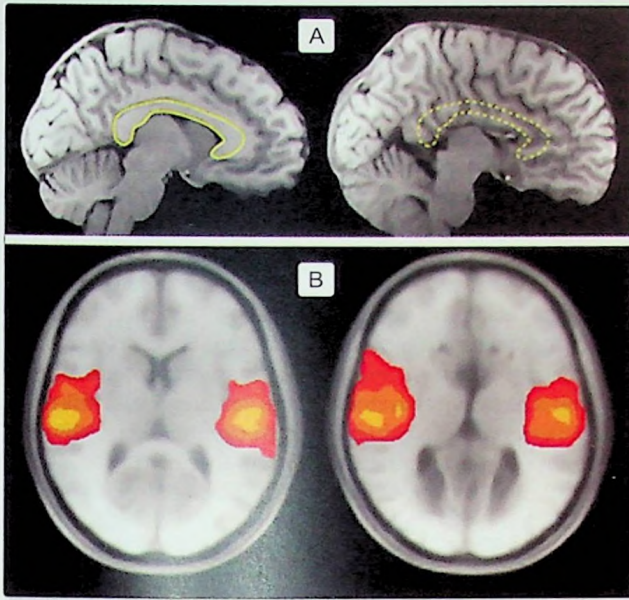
A) Comparación de imágenes de resonancia magnética de un individuo sano (izquierda) y un paciente con agenesia del cuerpo calloso (derecha). Se puede observar el cuerpo calloso con una estructura delineada en forma de «C» en un cerebro sano y su ausencia en el cerebro con agenesia del cuerpo calloso. B) Imágenes de resonancia magnética funcional de patrones simétricos en la actividad sincronizada, tanto en un individuo sano (izquierda) como en un paciente con agenesia del cuerpo calloso (derecha), en estado de reposo.
